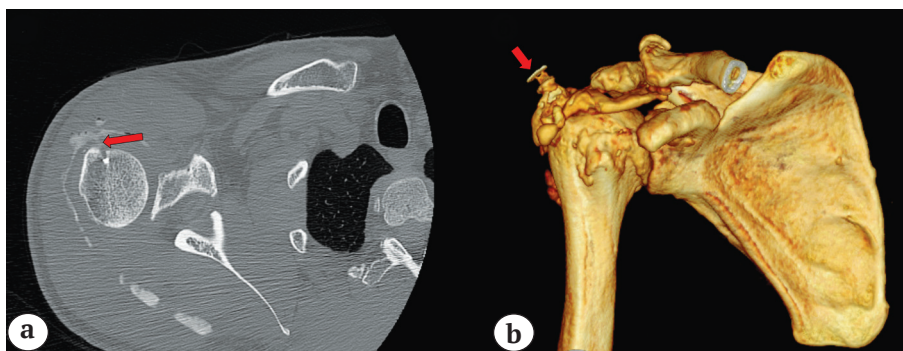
Результаты КТ-фистулографии: а — аксиальный срез, распространение контрастного вещества на латеральный якорь (красная стрелка); б — 3-D реконструкция: распространение контрастного вещества (красной стрелкой указано место введения контраста — латеральный артроскопический порт)
